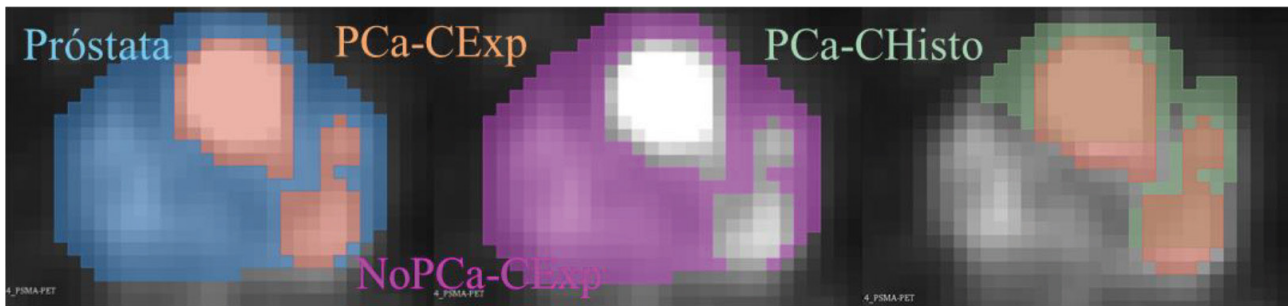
Ejemplo de segmentaciones para la imagen de ^{68}Ga -PSMA-PET de un paciente de la cohorte prospectiva.
